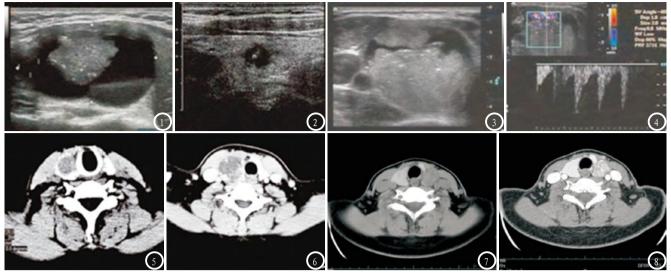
甲状腺癌彩超图。图1 甲状腺病灶钙化;图2 甲状腺病灶粗钙化;图3 乳头状癌病灶;图4 病灶III级血流。图5-8 甲状腺癌CT图。图5 甲状腺右叶肿块,边界不清,可见细粒钙化;图6 甲状腺右叶病灶,边界不清,细粒钙化,不规则强化;图7 甲状腺左叶肿块,边界不清;图8 甲状腺左叶肿块,边界不清,不规则强化。
